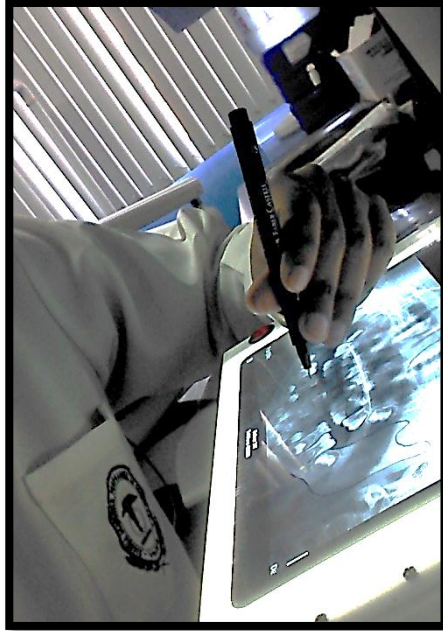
Calco en papel transparencia de estructuras anatómicas de la radiografía panorámica.
